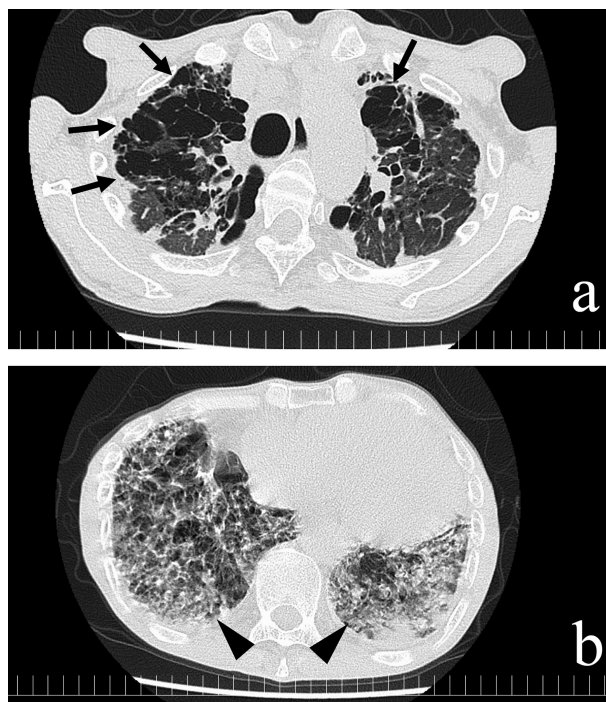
入院時の胸部CT検査（a；上肺野，b；下肺野）
